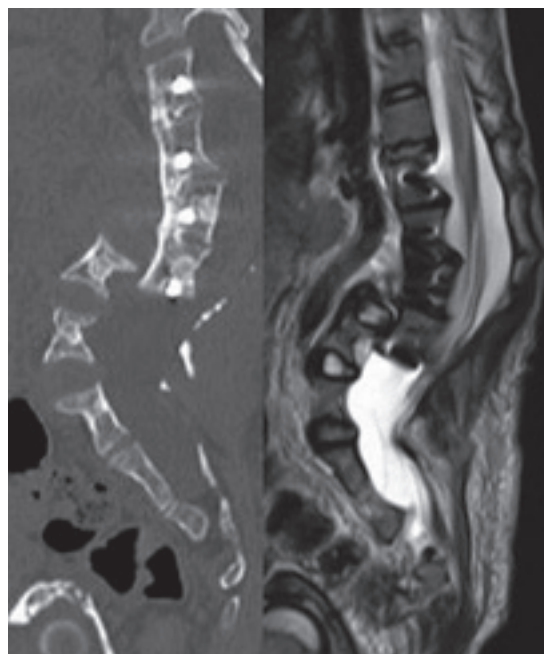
左：腰椎CT 右：腰椎MRI T2強調像
